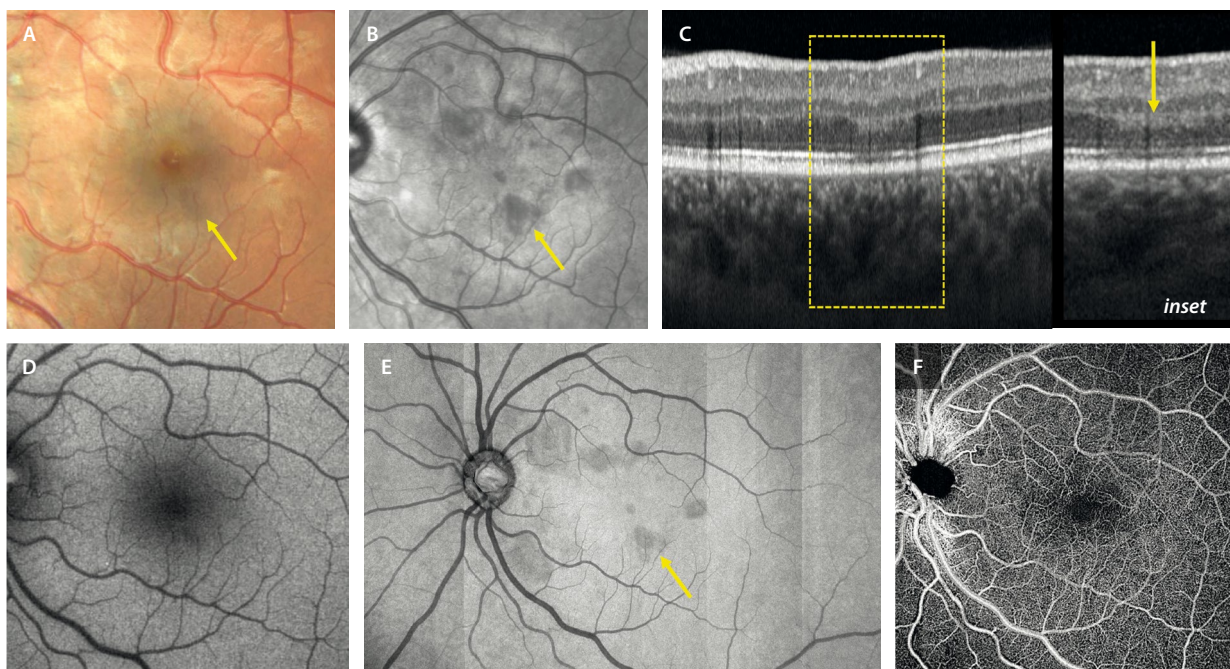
Imagen multimodal de una neurorretinopatía macular aguda. Representa un caso de una mujer joven que tomaba anticonceptivos orales y describió un escotoma paracentral agudo. A) Retinografía a color. La flecha amarilla describe áreas de oscurecimiento de la retina triangulares con la punta hacia la fóvea. Esa misma zona se ve como un área hiporreflectiva en la imagen infrarroja (B) y como un área de hiperreflectividad en la capa plexiforme externa en la imagen de la tomografía de coherencia óptica. C) Esa hiperreflectividad produce una hiporreflectividad en las capas externas infrayacentes (sombra por bloqueo, ver *inset*). D) Autofluorescencia de aspecto normal. E) Imagen *en face* de la tomografía de coherencia óptica segmentando las capas externas, donde se ven las áreas hiporreflectivas que coinciden con las lesiones de la imagen infrarroja en B. F) Imagen *en face* de la angiografía por tomografía de coherencia óptica con aspecto de reducción de la densidad capilar perifoveal.
